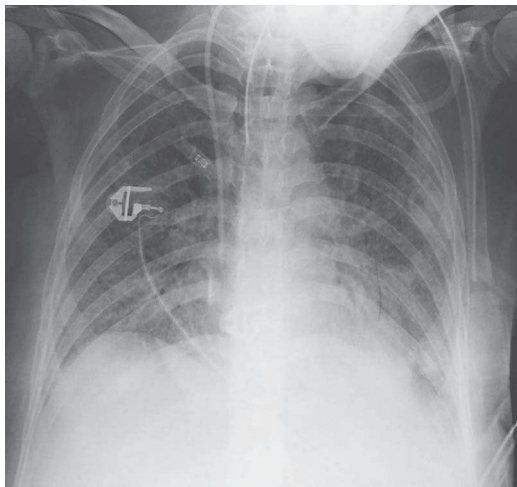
Radiografia de tórax do doente do caso n.º 2, com infiltrado intersticial difuso bilateral
